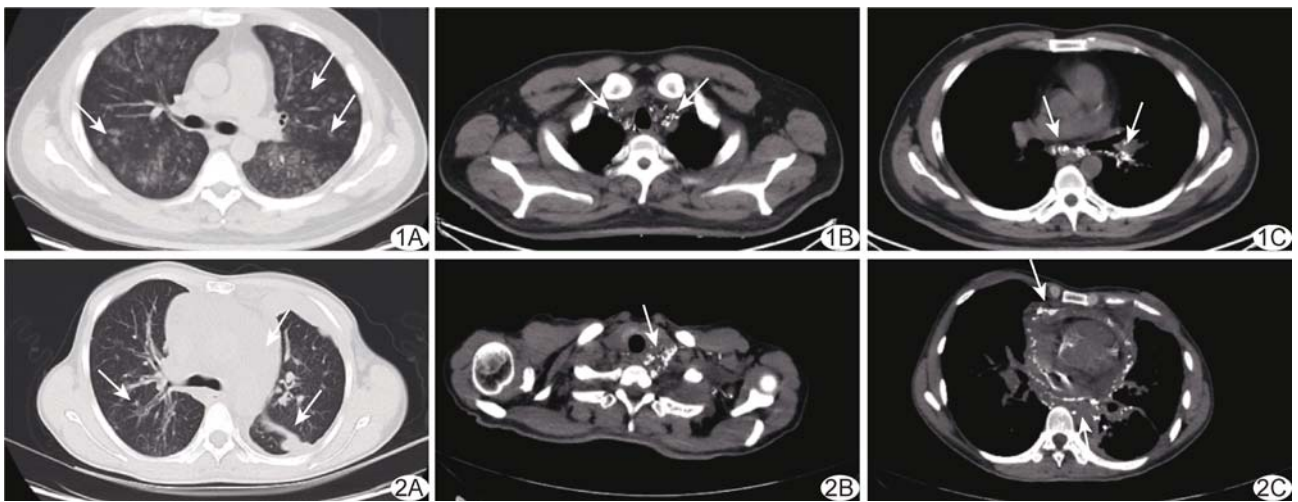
乳糜痰患者,男,45 岁,咳嗽咳痰伴发热 2 年余,偶咳出纤维条索样物 A. 胸部平扫 CT 肺窗图示双肺多发肺泡性小结节(箭); B. CTL 图示双侧颈静脉角区点状碘化油沉积(箭); C. CTL 图示纵隔及左肺门点状、结节状碘化油沉积(箭) 图 2 乳糜痰患者,女,34 岁,咳嗽咳痰 5 个月,痰液为乳白色 A. 胸部平扫 CT 肺窗图示双侧胸廓不对称,双肺支气管血管束增多,左侧斜裂稍厚,两肺见实变影,纵隔增宽(箭); B. CTL 图示左侧颈静脉角区点片状碘化油沉积(箭); C. CTL 图示纵隔、心包较多点片状碘化油沉积(箭)
